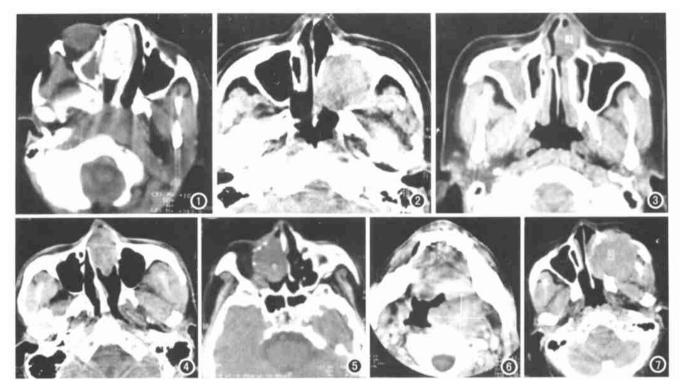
右鼻腔神经纤维瘤。CT 示右中鼻道椭圆形高密度肿块,边缘清楚,完全性骨化,并右上颌窦炎。 图 2 左上颌窦神经纤维瘤。CT 示软组织病灶充满整 个左上颌窦,密度均匀,内侧壁骨质受压吸收,左中鼻道狭窄。 图 3 左鼻腔神经纤维瘤。CT 示左鼻前庭类圆形病灶,边缘模糊,密度均匀,与鼻翼、鼻中隔软组织粘连及轻度浸润。 图 4 左鼻腔神经纤维瘤。CT 示左鼻前庭病灶,边缘清楚,与鼻中隔、左下鼻甲无分界,轻度浸润右鼻翼,肿块密度均匀,周围骨质无异常。 图 5 右鼻腔神经纤维瘤。CT 示右鼻前庭椭圆形肿块,边界不清,有鼻翼、鼻中隔软组织浸润,与右下鼻甲分界不清,密度均匀,部分突入筛窦,临近骨质轻受压。 图 6 左咽腭弓神经纤维瘤。CT 示左咽腭弓圆形病灶,与周围正常组织分界不清,较正常组织稍高密度,密度均匀,右咽旁间隙变窄。 图 7 左上颌窦恶性神经纤维瘤。CT 示左上颌窦壁广泛骨质破坏,其内为软组织肿块,密度均匀,侵犯翼腭窝,颞下窝及颜面部。
